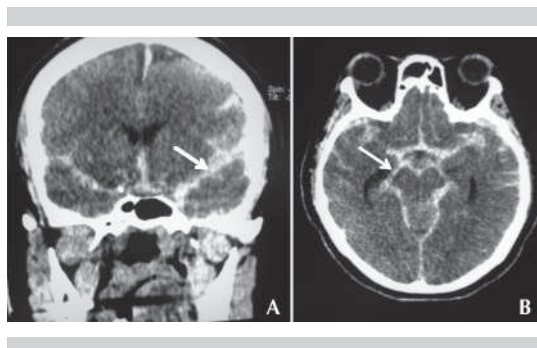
TAC de cráneo. A) Corte coronal que muestra extensa hemorragia subaracnoidea con daño de los valles silvianos (flecha). B) Corte axial que muestra sangre en las cisternas de la base (flecha).
